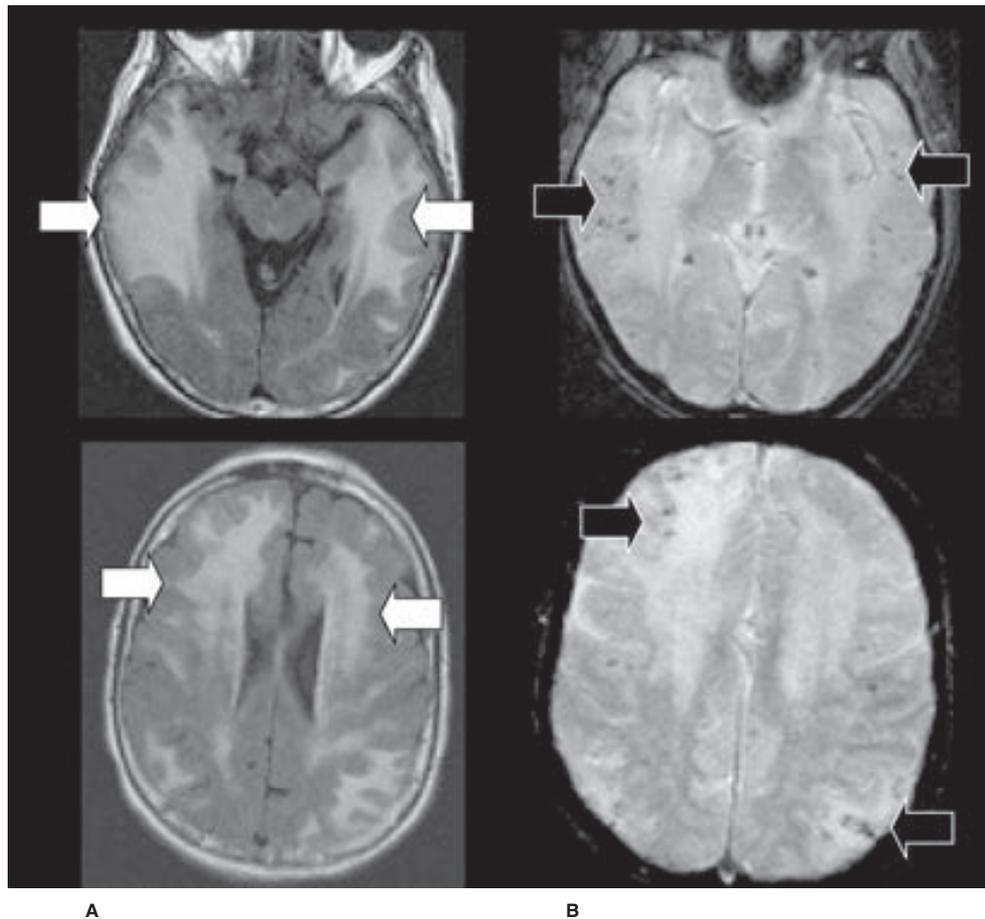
IRM en angiopatía amiloide cerebral. (A) IRM axial FLAIR con hiperintensidades confluentes en materia blanca (flechas blancas). (B) RM axiales por susceptibilidad con múltiples hemorragias punteadas en ambos hemisferios (flechas negras).
